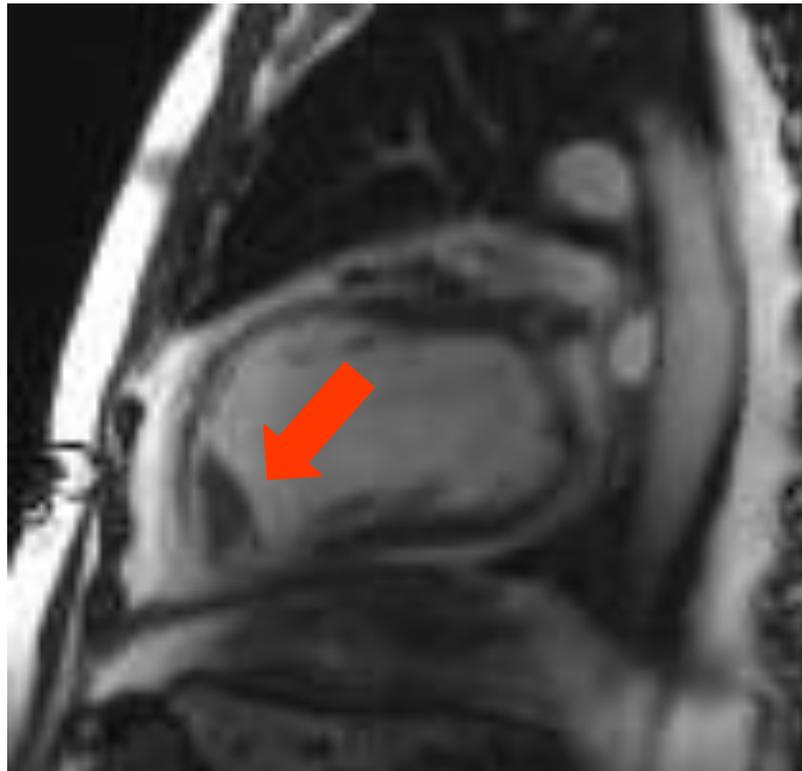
RM cardíaca: seqüências de RTG mostrando a presença de um trombo apical considerável (setas) em um paciente com IAM apical prévio
